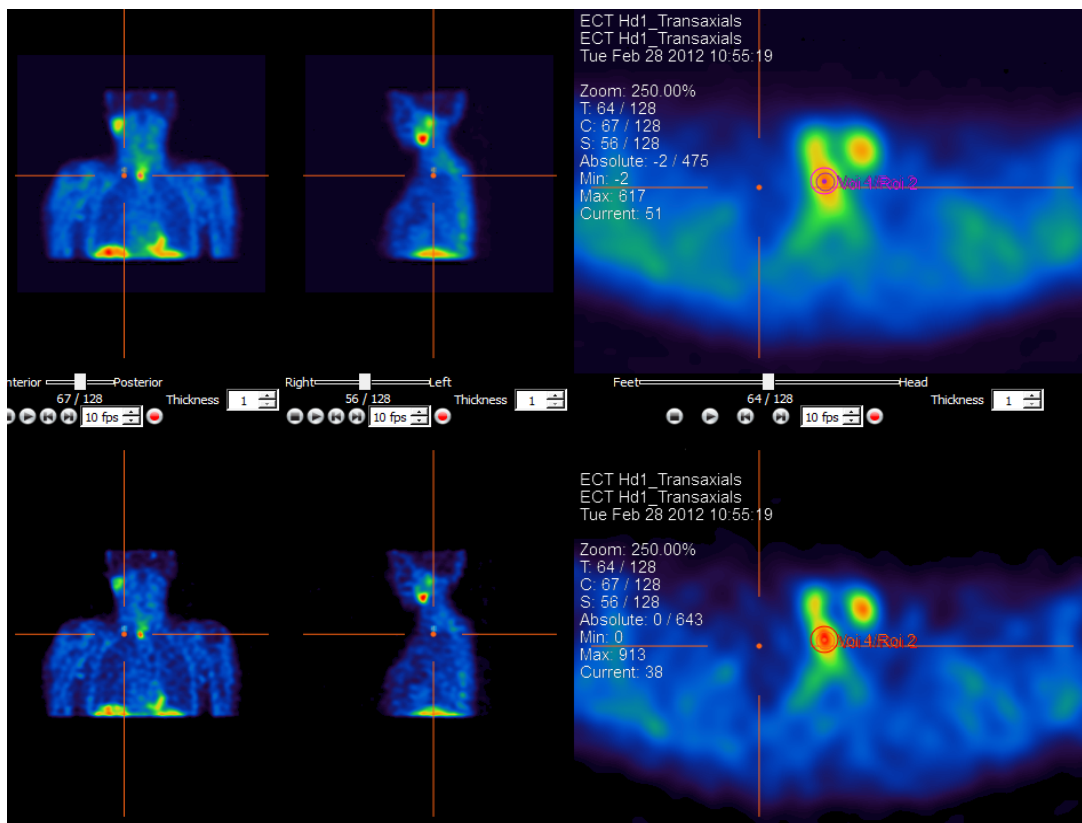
Verbesserte Abgrenzbarkeit einer adenomtypischen Anreicherung dorsal des rechten Schilddrüsenlappens passend zu einem Nebenschilddrüsenadenom. Obere Bildreihe: Standard OSEM-SPECT, Untere Bildreihe: nach iterativer Dekonvolution
